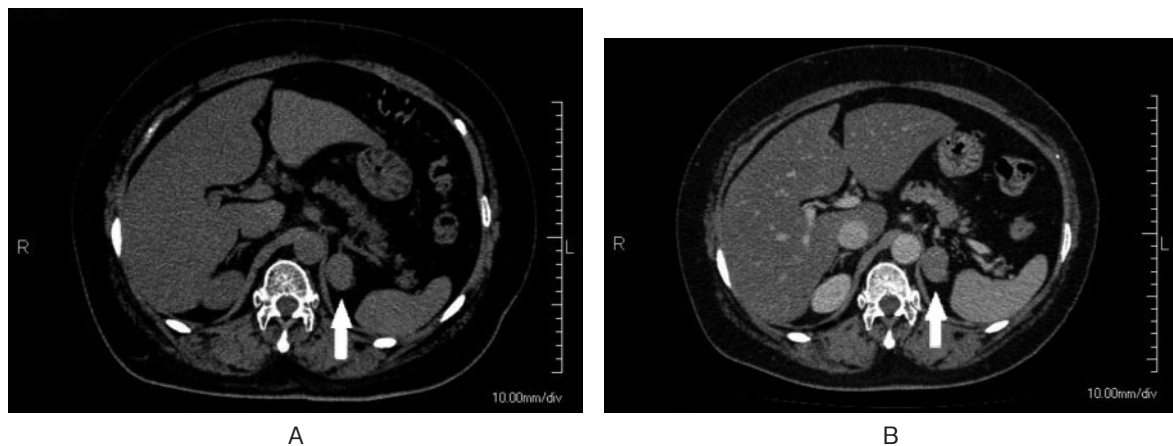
Abdominal CT image at initial visit to our department on September 2011. (A): Unenhanced CT shows a left 26×21 mm adrenal mass with regular margins (attenuation values 53 HU). (B): On contrast-enhanced CT, the mass shows heterogeneous enhancement. The mass showed no change after chemotherapy.
